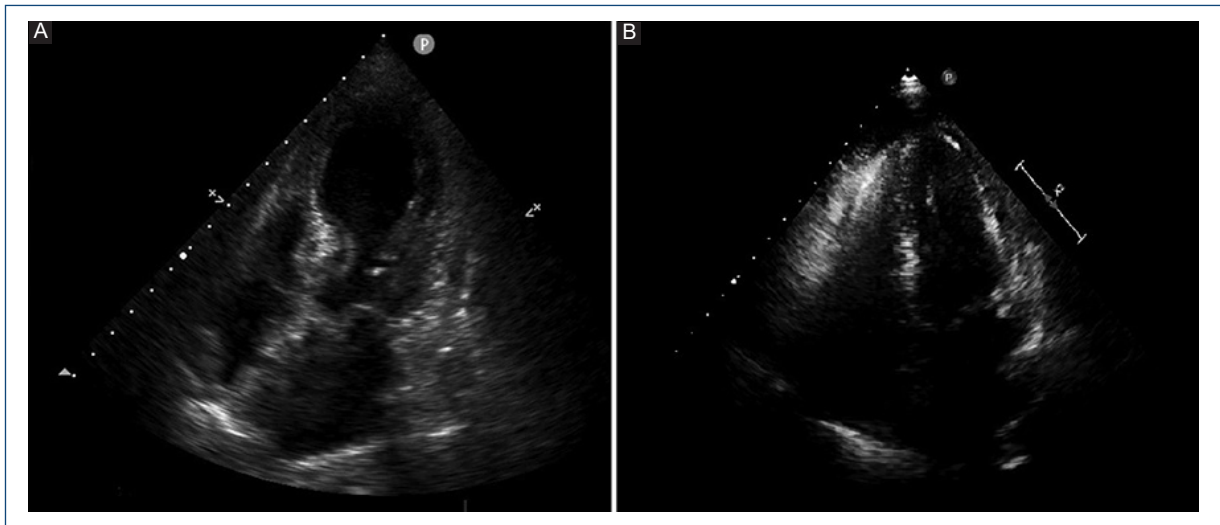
A: Ecocardiografía transtorácica en ventana apical de cuatro cámaras realizada en sístole en la fase aguda; se observa acinesia de todos los segmentos apicales y medios con hipercontractilidad de los segmentos basales. B: Ecocardiografía transtorácica en ventana apical de cuatro cámaras realizada en sístole en la fase subaguda en que la no se observan alteraciones segmentarias de la contractilidad.
